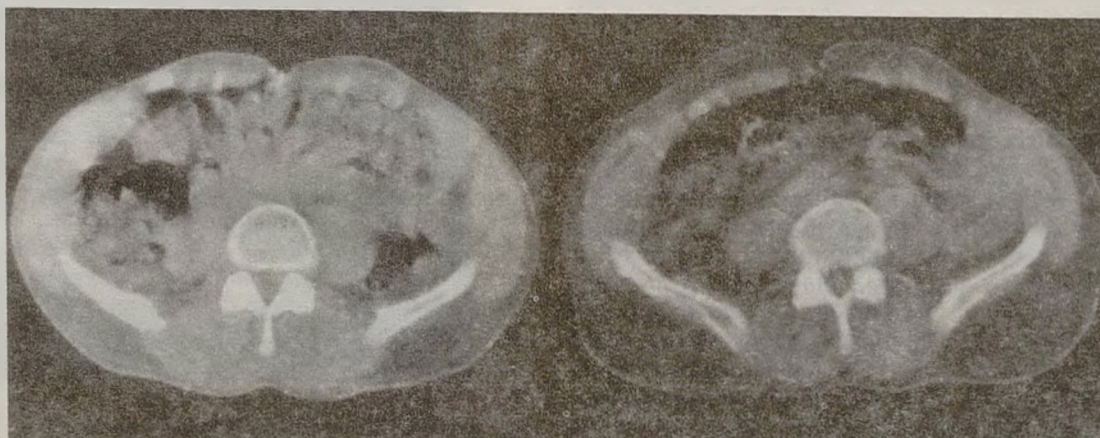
Компьютерная томограмма абдоминальной области у больного акромегалией, свидетельствующая об увеличении подкожного и висцерального жира спустя 1 год после трансфеноидальной аденомэктомии (справа). Данные R.-J. M. Brumter (1992).
